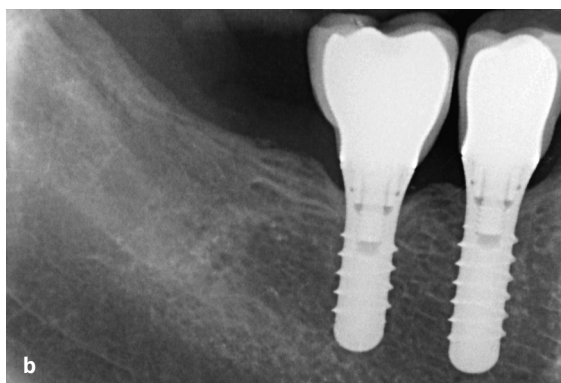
б Клінічне та рентгенологічне зображення пацієнта з періімплантним мукозитом. Спостерігається кровоточивість при зондуванні (КЗ), глибина кишені сягає до 3 мм, рентгенологічне дослідження не виявляє втрати кісткової тканини.
